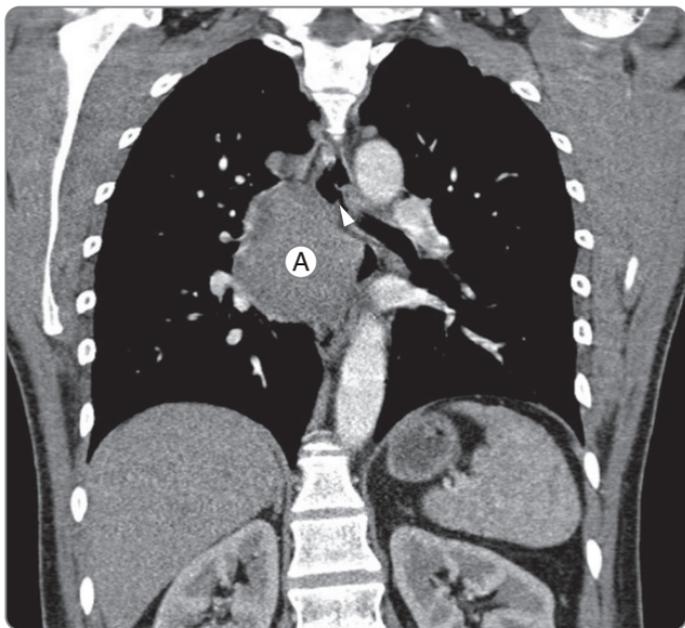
Компьютерно-томографические снимки того же пациента, что и на рис. 8.4. Коронарная проекция. Образование (A), расположенное под бифуркацией трахеи (указано стрелкой), имеет плотность жидкости
